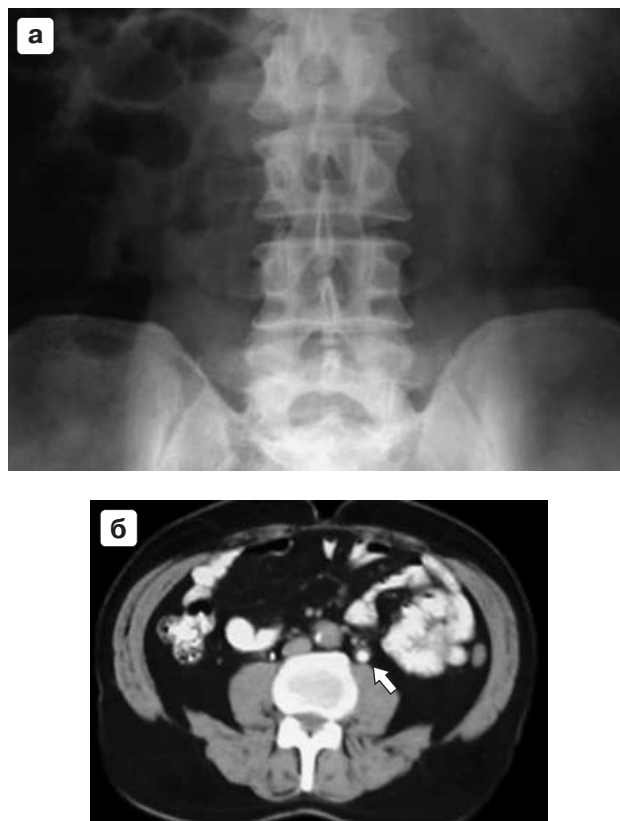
Фрагмент обзорной урограммы и компьютерная томограмма при рентгенонегативном камне средней трети левого мочеточника: а – теней конкрементов не определяется, б – камень в средней трети мочеточника (стрелка).
